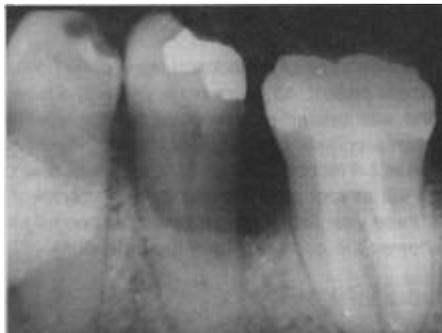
Radiografía inmediata después de colocado el implante, en región mesial.
